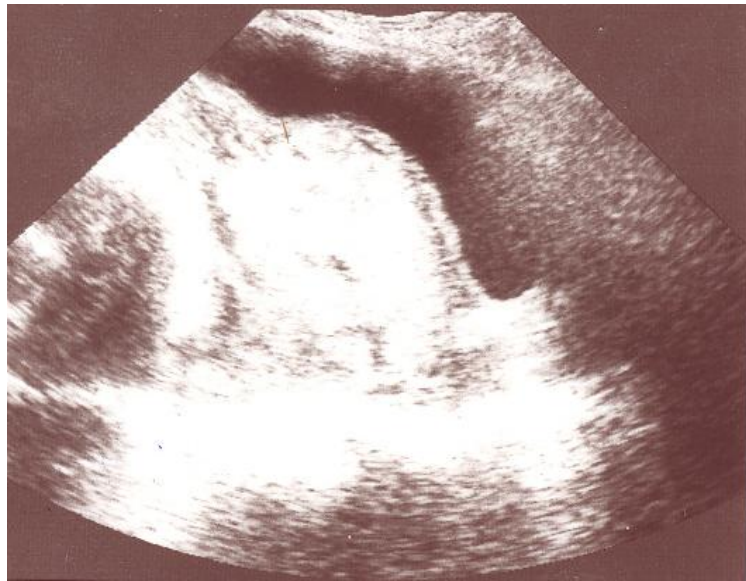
échographie 2D: aspect pseudo tumoral du placenta en regard de la séreuse utérine
